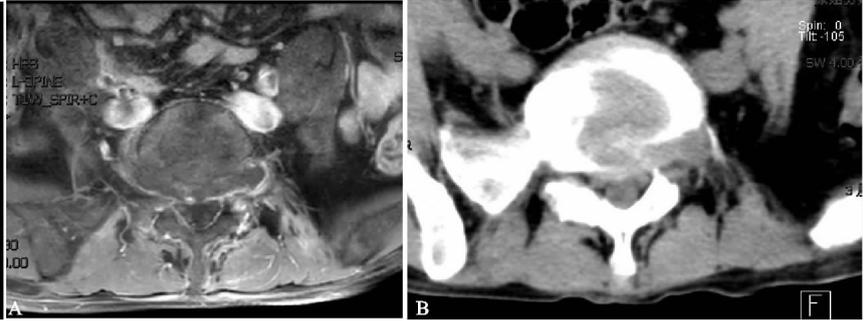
MRI 及 CT 轴位扫描显示突出的椎间盘组织位于右侧椎间孔外
